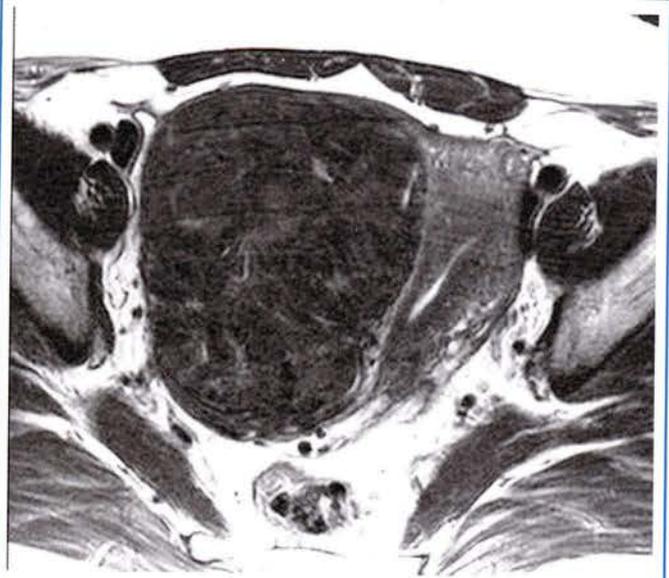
Аксиальное T2ВИ МРТ интерстициальной миомы матки
